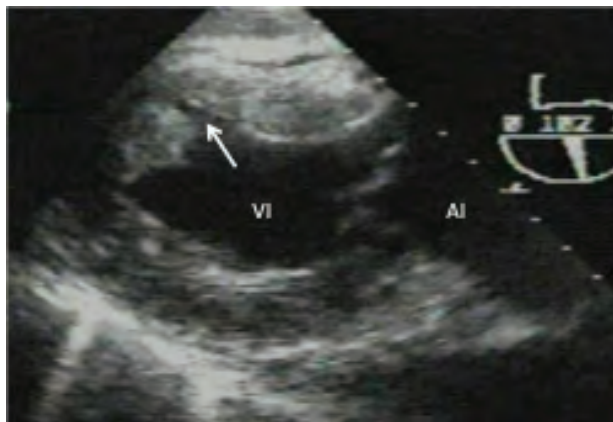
Ecocardiograma Transesofágico, vista transgástrica en eje longitudinal del ventrículo izquierdo. Paciente con infarto posteroinferior y ruptura completa del músculo papilar. En la pared se identifican zonas vacuoladas, con bordes anfractuosos y pérdida de la continuidad parietal, datos que sugieren disección hemorrágica (flecha). AI= Aurícula izquierda, VI= Ventrículo izquierdo.
